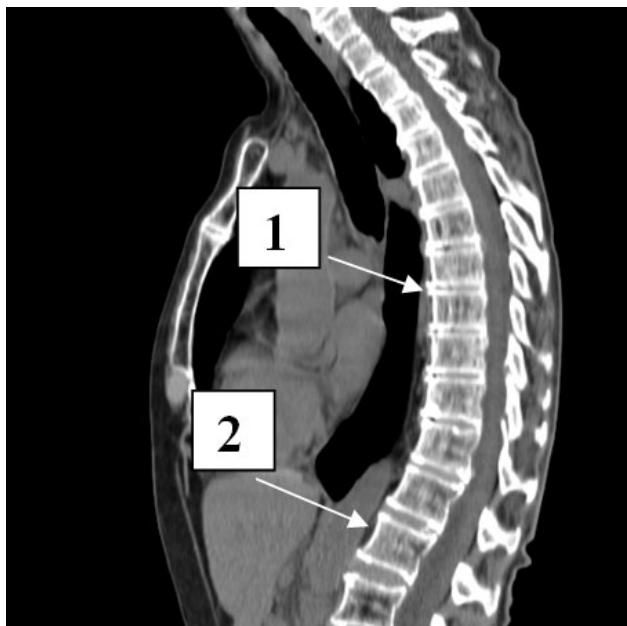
СКТ грудного и поясничного отделов позвоночника (сагиттальный срез).
